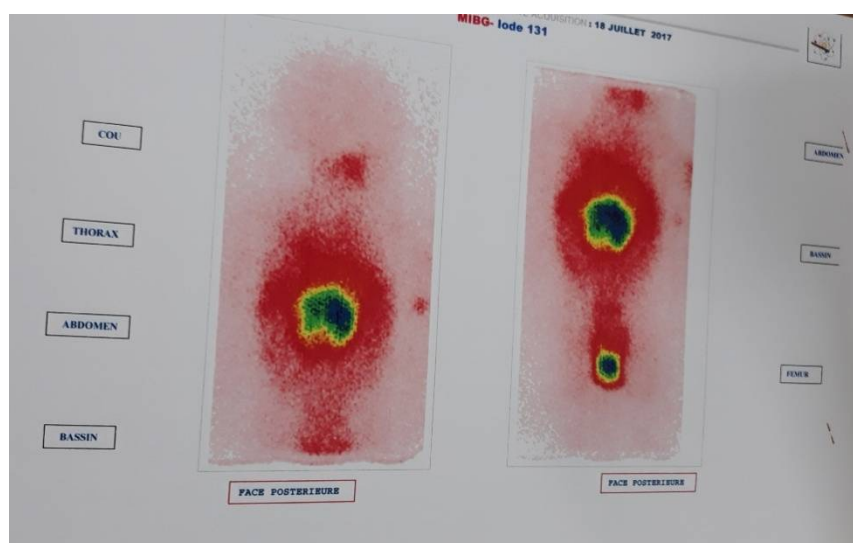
Une scintigraphie à la MIBG –iode 123 chez un nourrisson de 19 mois objectivant une grosse masse abdominale de fixation intense correspondant au neuroblastome connue, et l’absence de foyer pathologique en faveur de lésions métastatiques.
